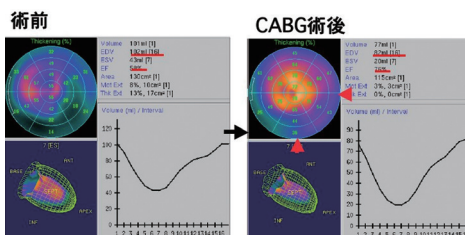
図 11 と同一症例の術前および CABG 術後の Tc-MIBI SPECT の QGS 解析結果。
